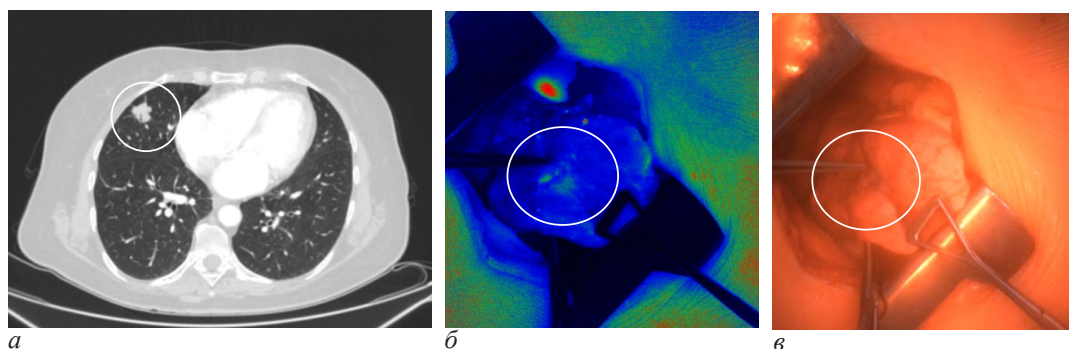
Компьютерная томография (а), интраоперационная оценка в инфракрасном свете (б) и в белом свете (в). ДК–2,1. Белым кругом отмечено местоположение опухоли (аденокарцинома)
